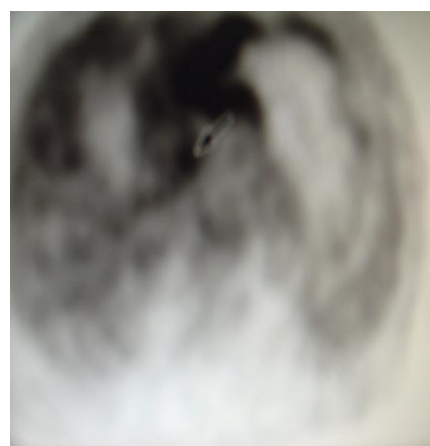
ПЭТ/КТ: выраженное накопление глюкозы над опухолью; отчетливо выявляются метастазы вдоль малой кривизны желудка (стрелка).
